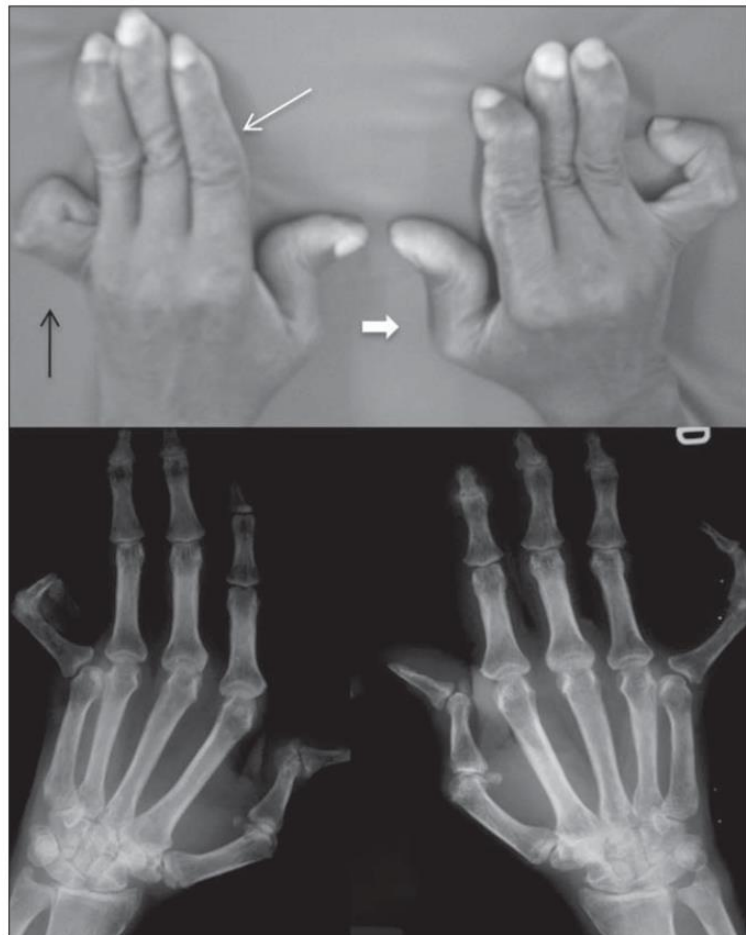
Artropatia de Jaccoud nas mãos. Paciente com 55 anos, diagnóstico de LES há 17 anos. Fotografia e radiografia simples mostrando desvio ulnar dos metacarpais, deformidade em “pescoço de cisne” (seta branca fina), botoeira (seta preta) e “Z” do polegar (seta branca cheia).
